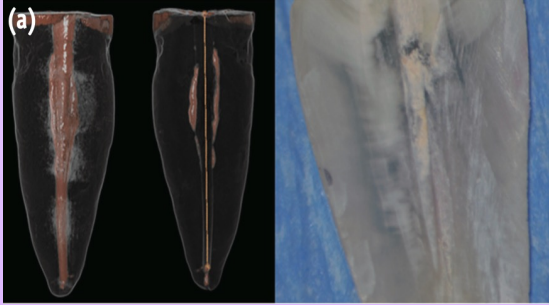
Imagem representativa do CBCT e corte longitudinal, Oltra et al., 2017
